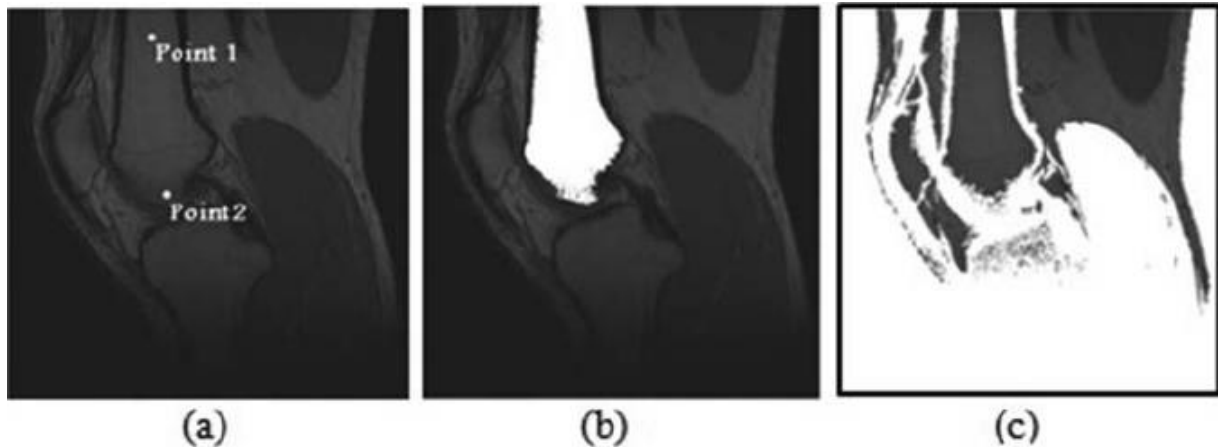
Executando uma segmentação por crescimento de região em uma imagem MRI de um osso. (a) Imagem original com duas sementes. (b) Resultado da segmentação a partir da semente um. (c) Resultado da segmentação a partir da semente dois.
